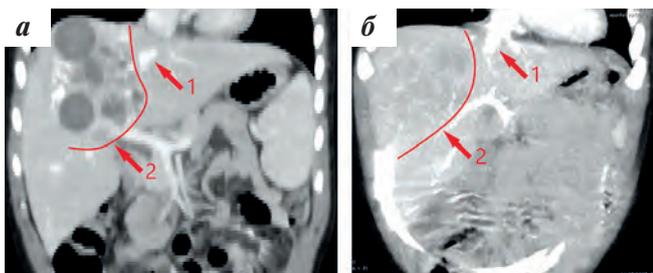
Дооперационная КТ ОБП, 1 – срединная вена печени, 2 – граница опухоли: а – клиническое наблюдение № 1; б – клиническое наблюдение № 2
